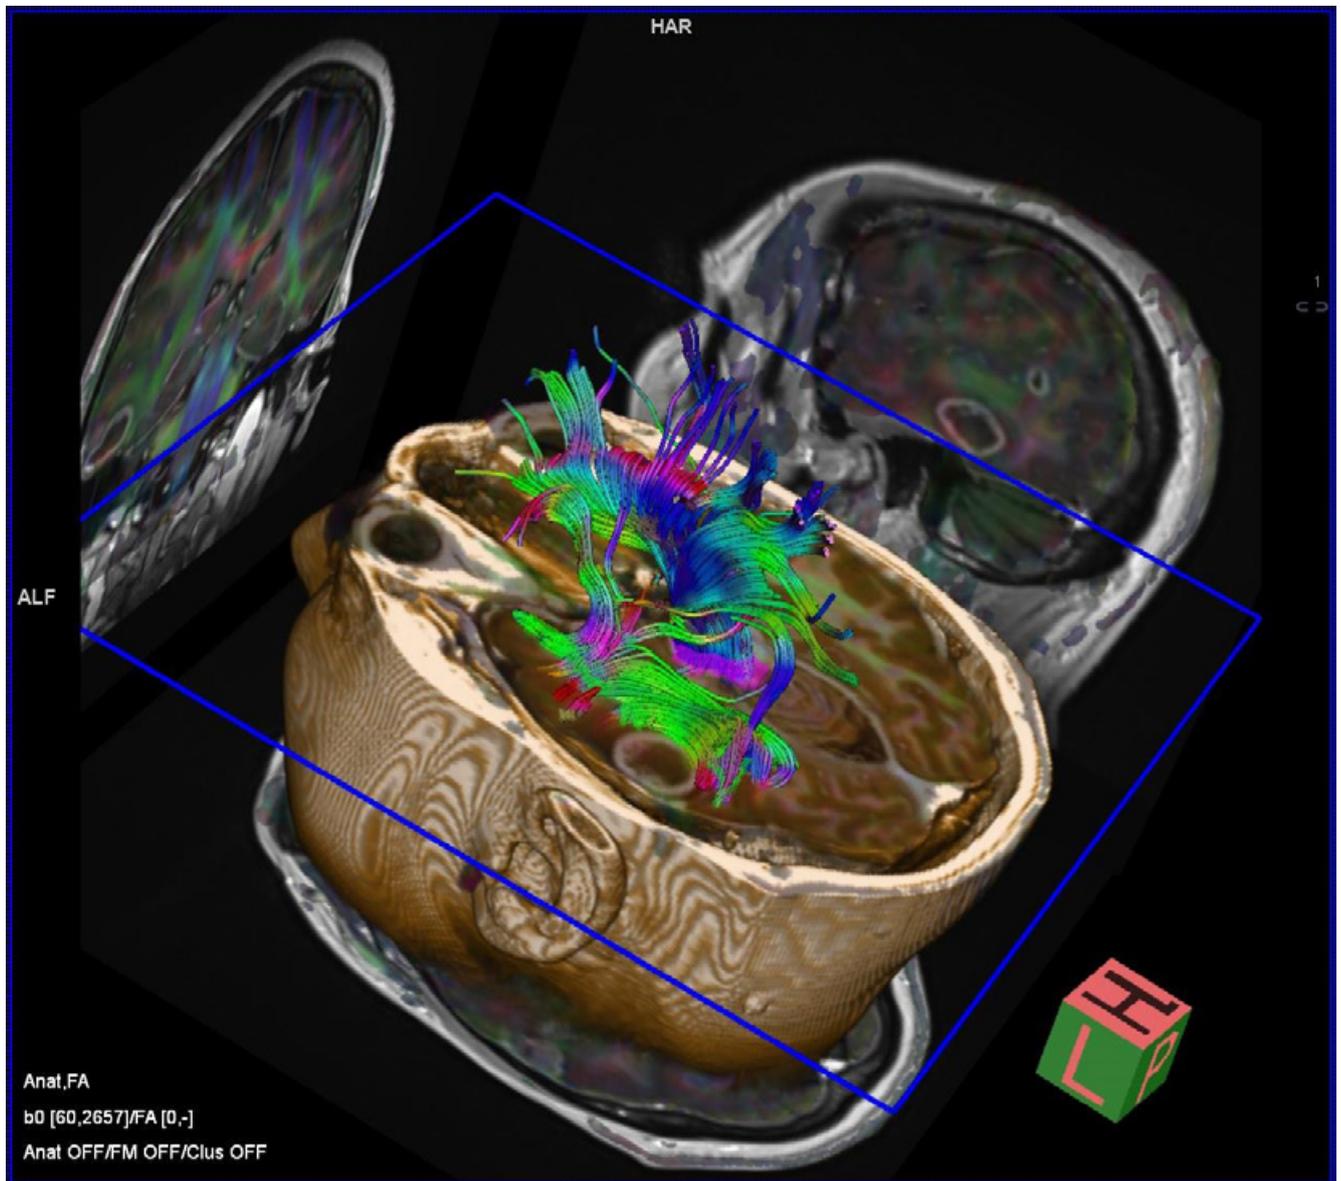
Использование диффузионно-тензорных изображений (DTI) с наложением на изотропную T1 последовательность после контрастного усиления и построением трактов. Отмечается «огибание» опухолевого образования (глиобластома) трактами, проходящими в белом веществе левого полушария головного мозга.
